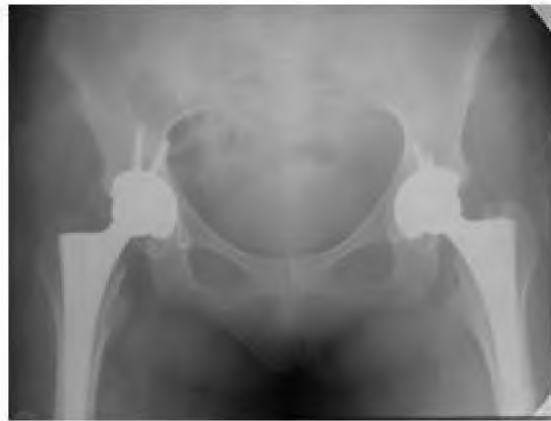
Рентгенограма тазостегнового суглоба до операції і після ендопротезування (діагноз: двосторонній коксартроз, IV стадія).
